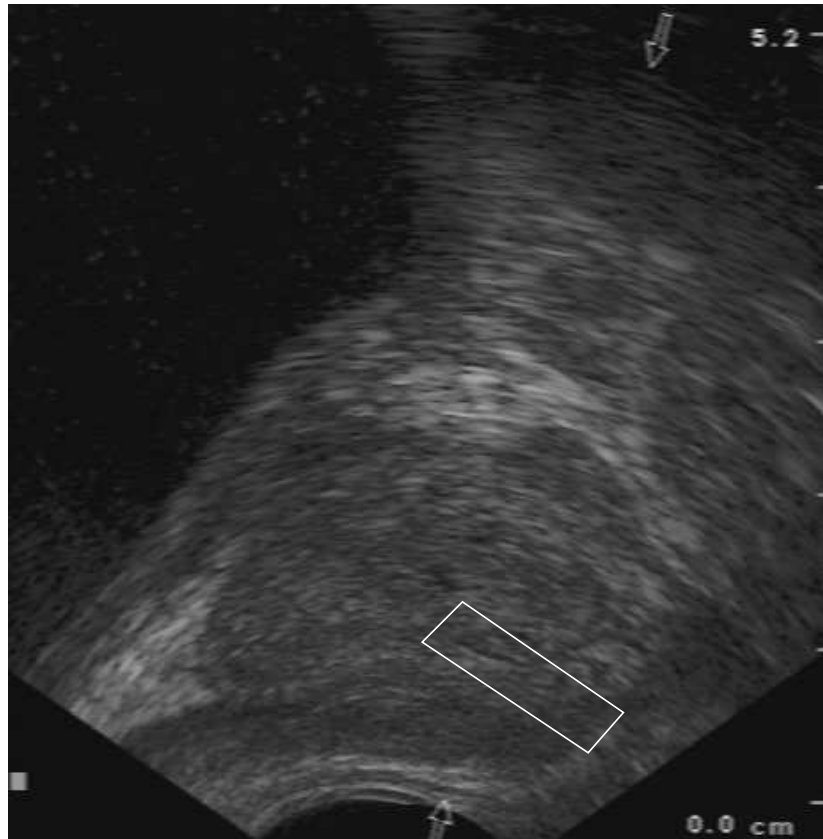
Imagen de ecografía transrectal con hiperplasia benigna.
